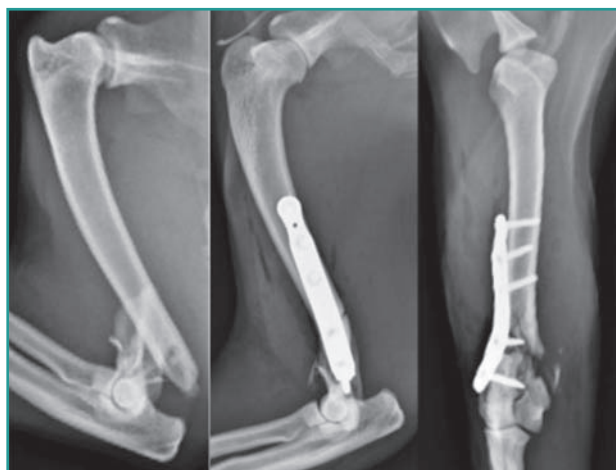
Esame radiografico pre e post-operatorio di una frattura sovracondiloidea trattata mediante placca bloccata applicata sul versante laterale.
